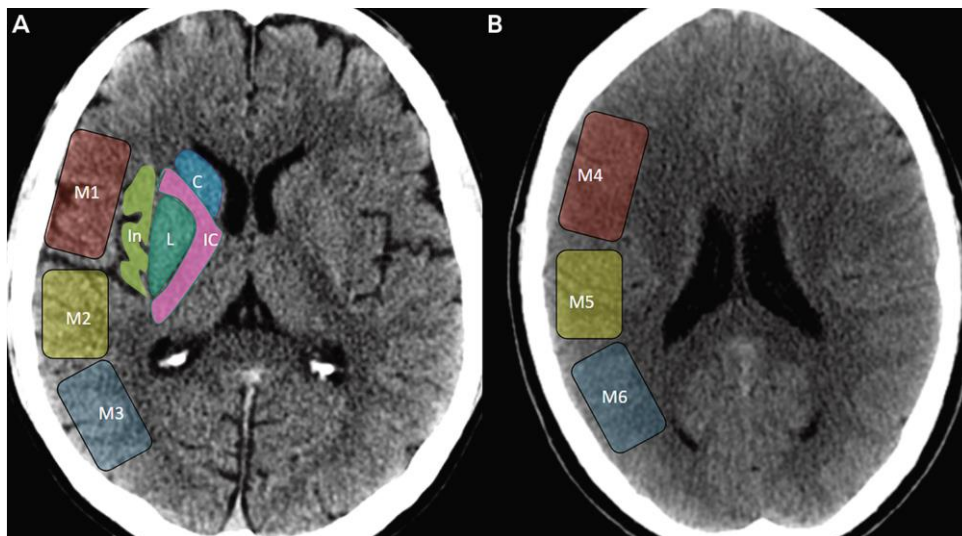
Tomada de (1). Imágenes axiales de TC sin contraste que muestran las 10 regiones específicas que se deben evaluar al calcular el ASPECTS.
